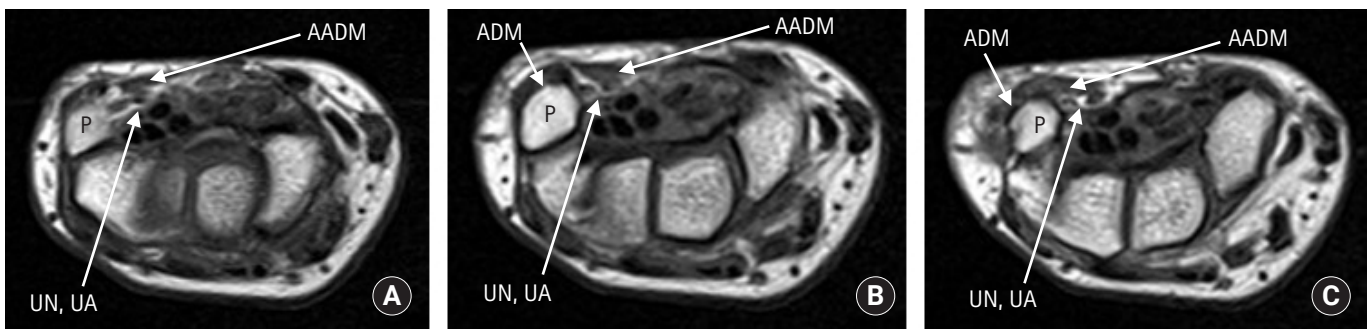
T1-weighted transverse magnetic resonance images at the level of the pisiform bone. (A) Relationship between the accessory abductor digiti minimi muscle (AADM), ulnar nerve (UN), and ulnar artery (UA). (B) AADM located volar to the UN. (C) AADM fused with abductor digiti minimi muscle (ADM). P, pisiform.
